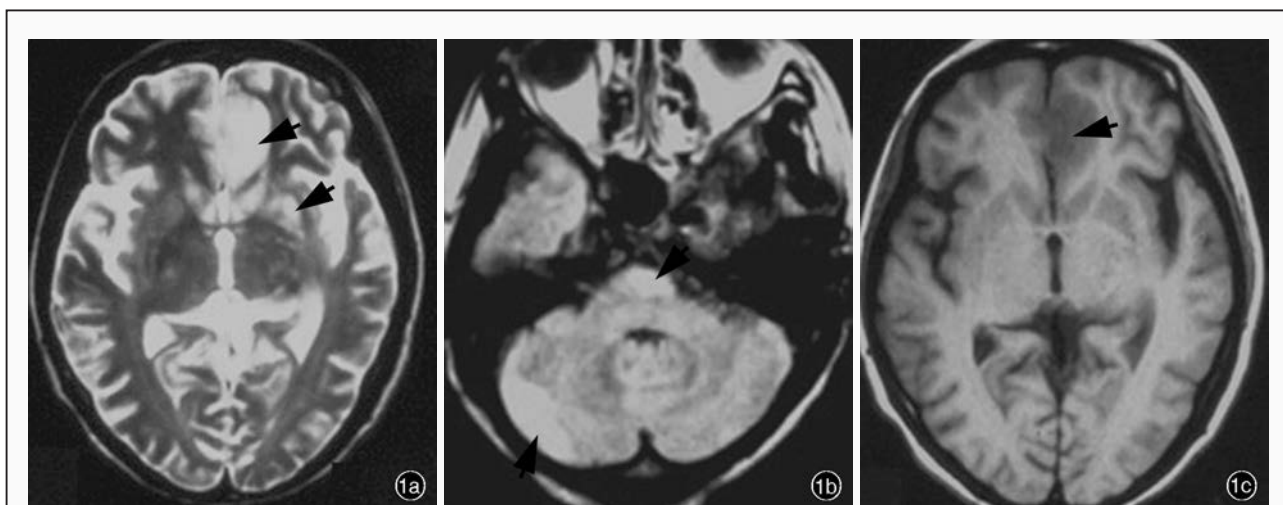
女性患者,35 岁。临床诊断为神经精神狼疮。头部 MRI 检查显示,脑内多发片状病灶(箭头所示),符合缺血性改变和系统性红斑狼疮小血管炎表现 1a 横断面 T<sub>2</sub>WI 扫描呈高信号 1b 横断面 FLAIR 序列表现为高信号 1c 横断面 T<sub>1</sub>WI 扫描呈低信号
